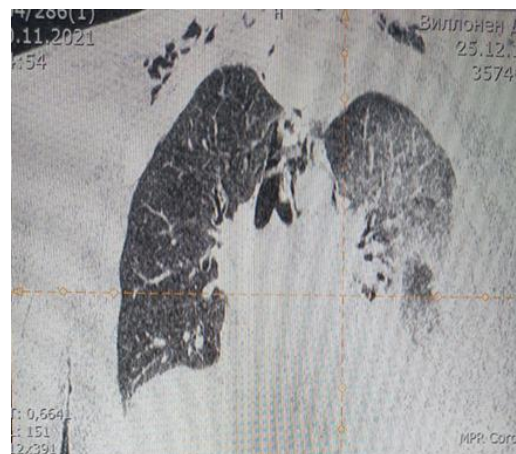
СКТ груди - в плевральных полостях жидкость, толщина слоя справа до 32 мм, слева до 49 мм; воздух в переднем и заднем средостении, мягких тканях шеи. Инфильтративные изменения в нижней доле правого и левого легких
